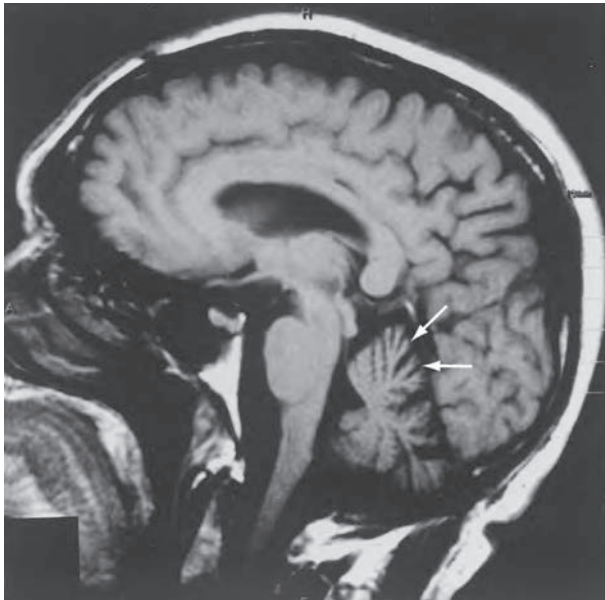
MRI sagital del cerebro de un varón de 60 años de edad con ataxia de la marcha y disartria consecutiva a SCA1 que ilustra la atrofia cerebelosa (flechas). SCA1, ataxia espinocerebelosa de tipo 1.
